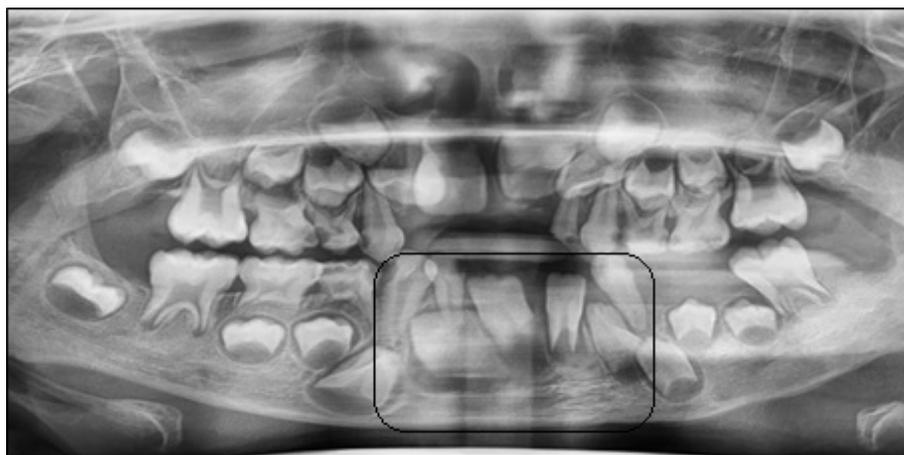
Ортопантомограмма больной Т.А., ИБ №9819, с диагнозом: хронический одонтогенный остеомиелит правой нижней челюсти, на ОПТГ отчетливо видна костная полость до проведения операции.
